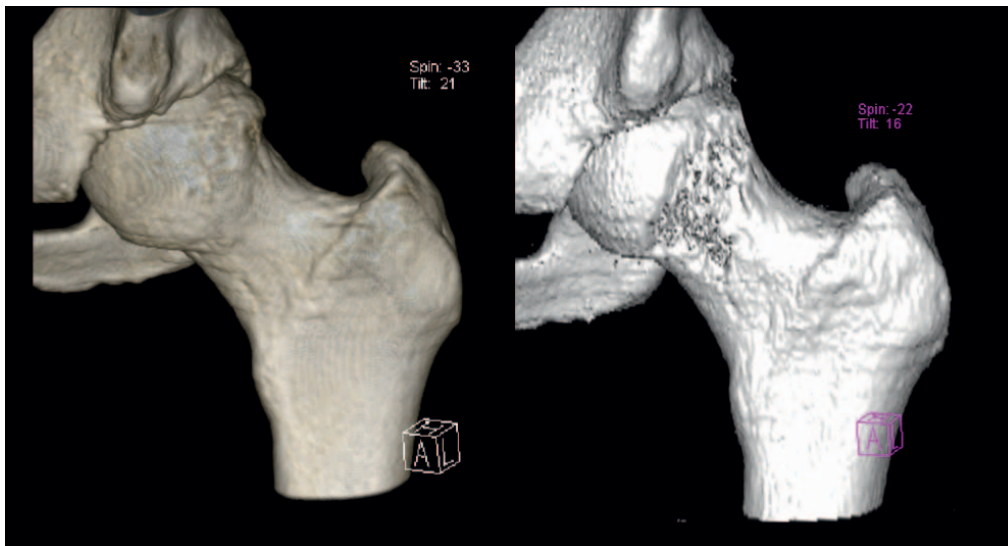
Cam-Impingement im 3D-CT prä- und unmittelbar postoperativ
